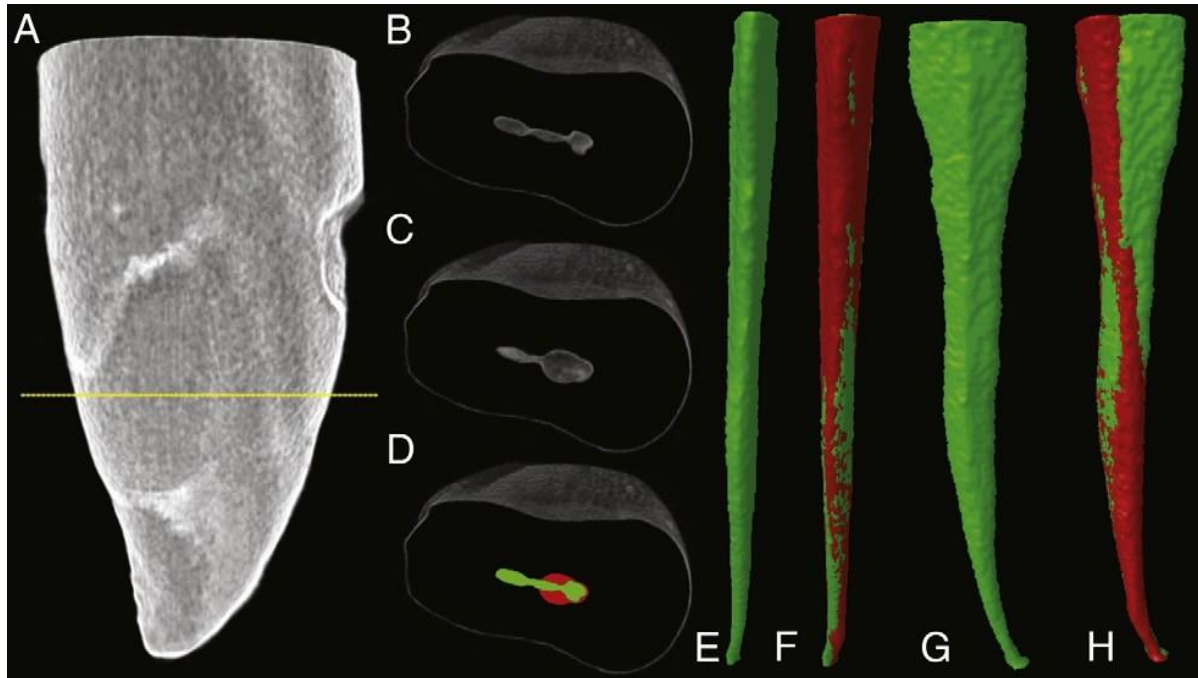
Représentation au micro-CT d'une incisive mandibulaire préparée au K3 (instrument rotatif). E et F = Vue vestibulaire avant (vert) et après superposition des zones instrumentées (rouge). G et H --- Vue distale avant (vert) et après superposition des zones instrumentées (vert).
